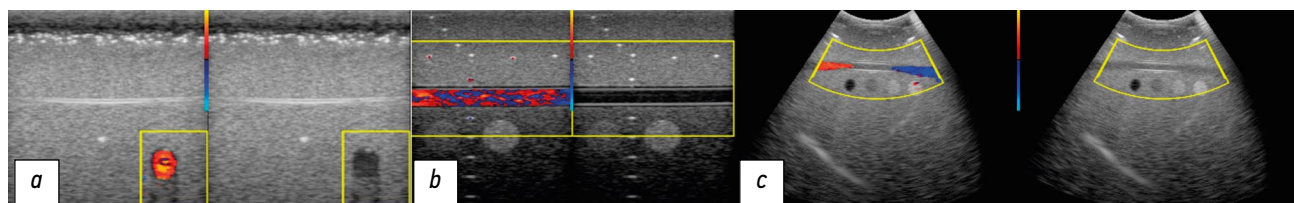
Gammex 超声图幻影: *a* - 在流量为60°的线性传感器的研究中; *b* - 平行流; *c* - 研究凸传感器时
